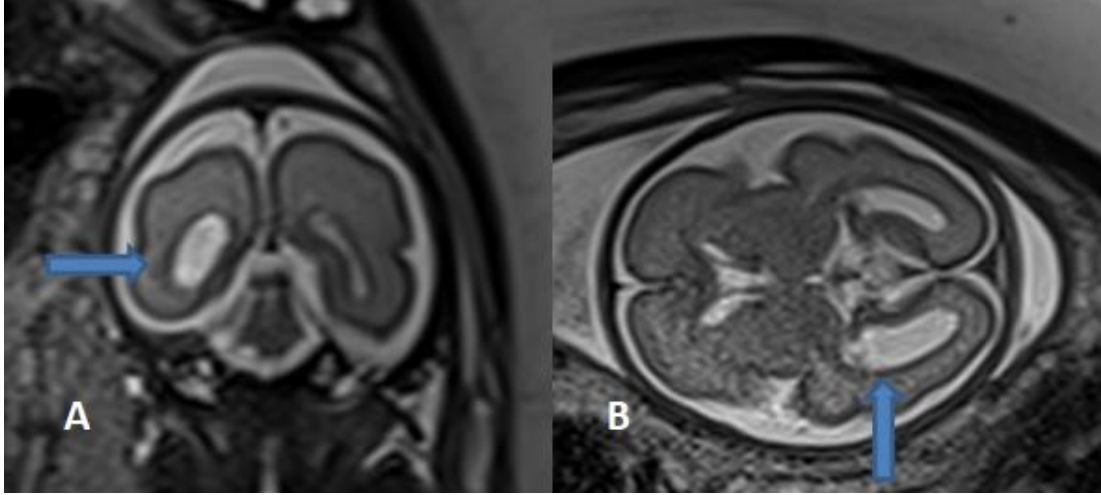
Periventriküler hemoraji, kistler. Fetal MRG'de periventriküler kanama ve ventrikülomegalisi olan fetüste koronal T2 (A), sagittal T2 (B), aksiyel T2 ağırlıklı görüntülerde ve USG'de intraventriküler hemoraji alanları izlenmektedir (Mavi oklar). Aynı hastanın sağ frontoparyetal loblarda incelmeye, periventriküler ensefalomalazi ile uyumlu kistik değişiklikler de izlenmektedir (A, B, C: sarı oklar). Hastada bilateral ventrikülomegali olduğuna dikkat edilmelidir.
